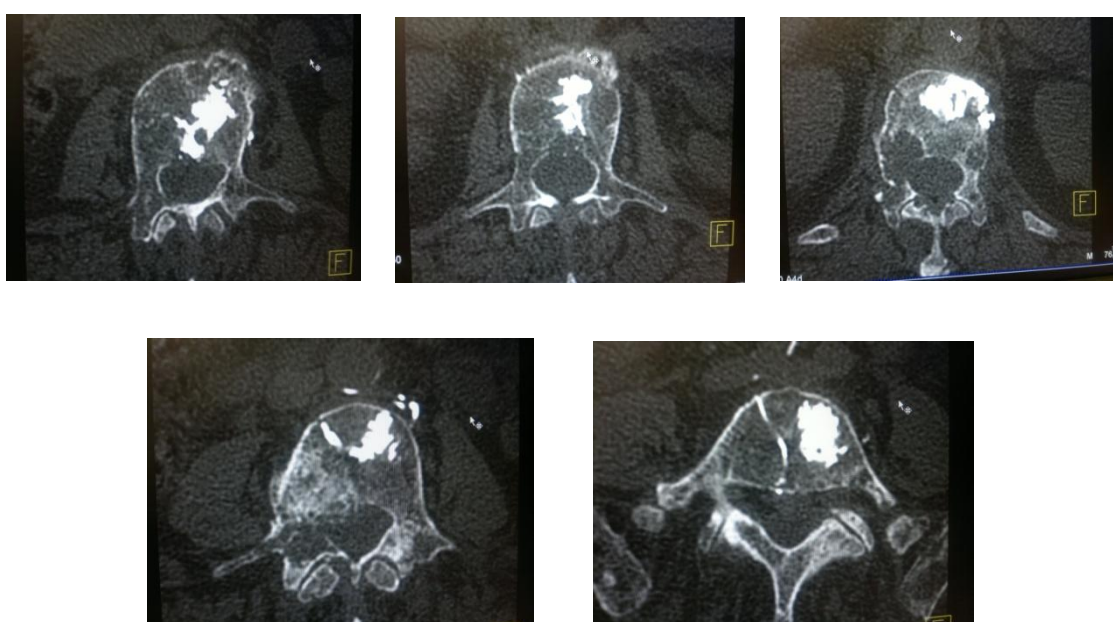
Послеоперационный КТ-контроль. Полости тел позвонков заполнены цементом. В спинномозговой канал затека цемента не отмечается.
